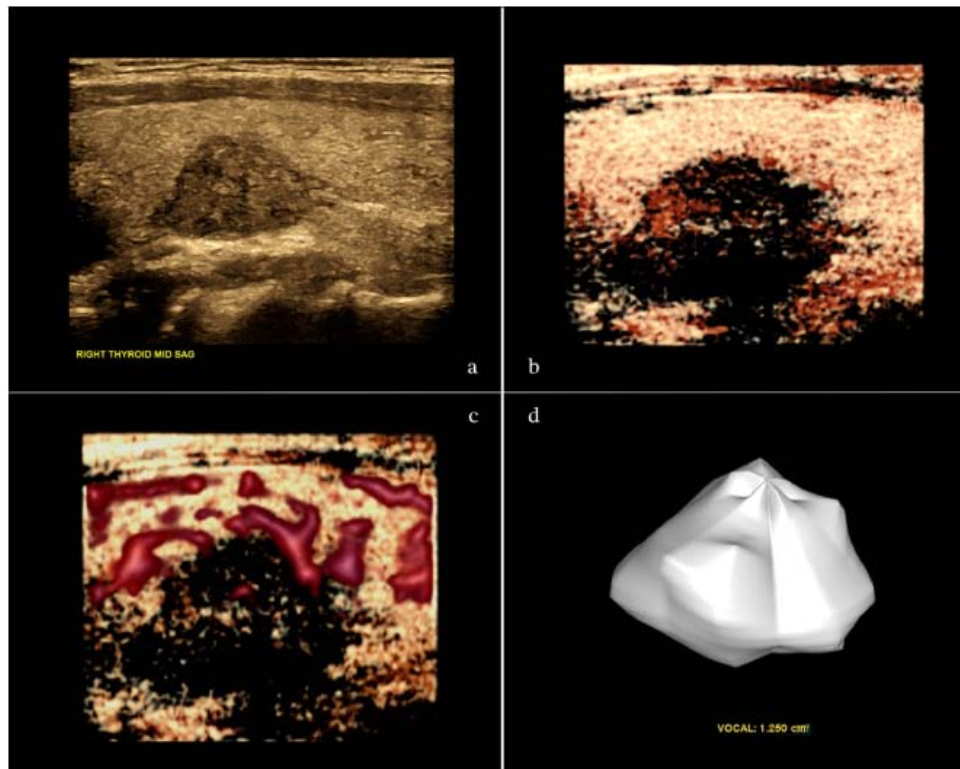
nodule thyroïdien solide chez un homme âgé de 38 ans (a : image échographique en 2D du nodule thyroïdien avec limites irrégulières), (b : image en 3D du même nodule avec limites irrégulières), (c : image en 3D avec power Doppler), (d : mesure du volume du nodule en 3D).[11].
